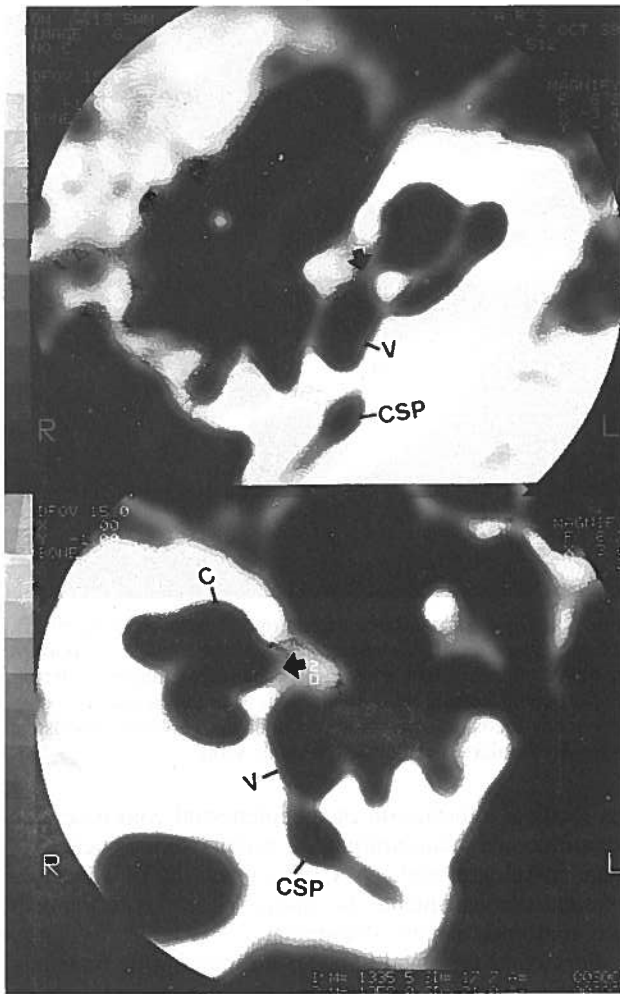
OEV com audiometria de tipo II, *gap* A/O de 35 dB. TC no plano axial: C- cóclea; V- vestibulo; CSP- ampola do canal semicircular posterior. Características mistas dos focos antefenestrais tendo actividade profunda (componente retrofenestral) com contacto endosteal à região fissular do vestibulo (seta em OD - ouvido direito) e também à 1ª espira da columela (seta em OE - ouvido esquerdo).
